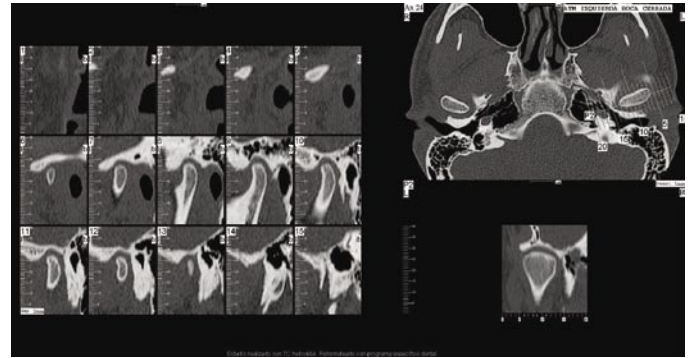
Estudio mediante TC de ATM.
